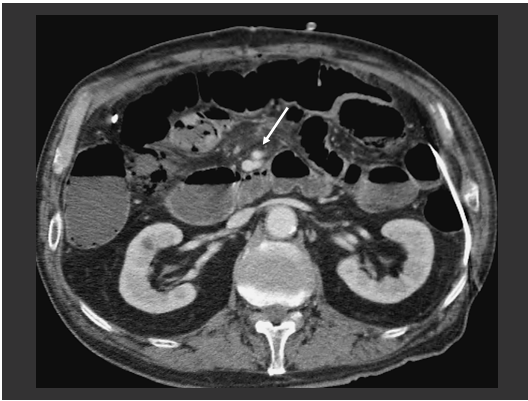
腹部造影CTにて上腸間膜動静脈はよく造影されており、血栓等は認めない(白矢印)。
